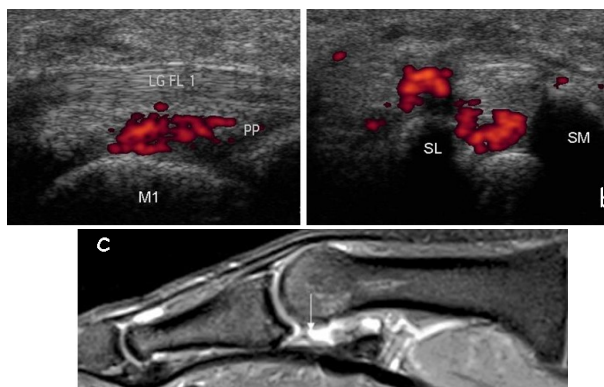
Turf toe syndrome : coupe échographique sagittale (a) et coronale (b) montrant la lésion de la plaque plantaire (PP) entre les sésamoïdes (SM et SL). Coupe sagittale IRM T2 fatsat chez le même patient.
